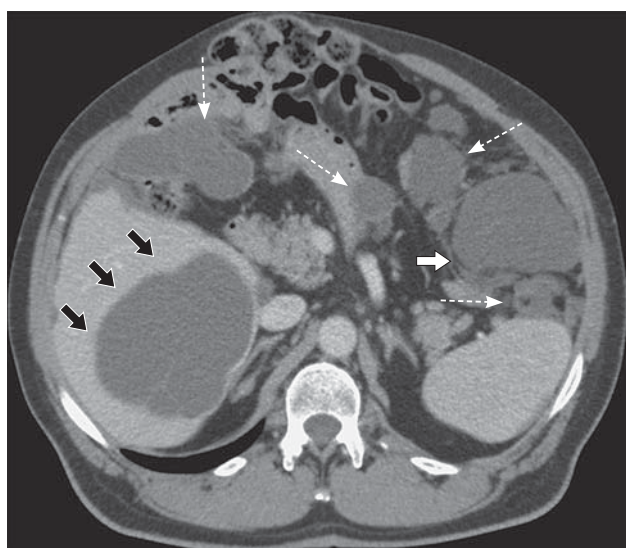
МСКТ-изображение при динамическом исследовании с внутривенным контрастированием (2010 г.). Аксиальный срез, венозная фаза исследования. Киста в проекции VI сегмента печени (черные стрелки). Киста между нижним полюсом селезенки и ободочной кишкой (белая стрелка). Межищечно расположенные кисты (пунктирные стрелки).
